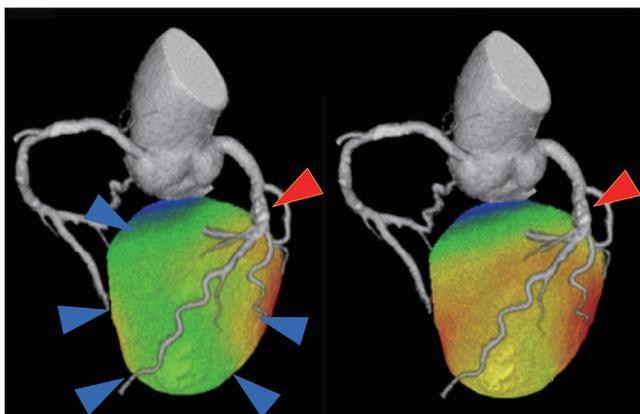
SPECT / CT fusion の一例
